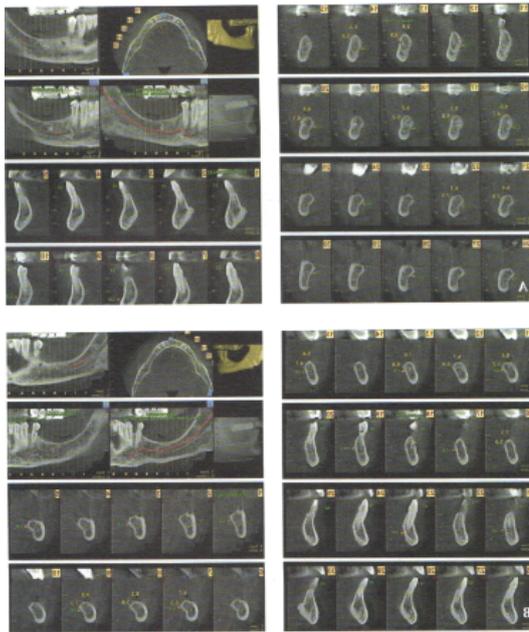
Tomografía axial del sector posterior de la mandíbula.
